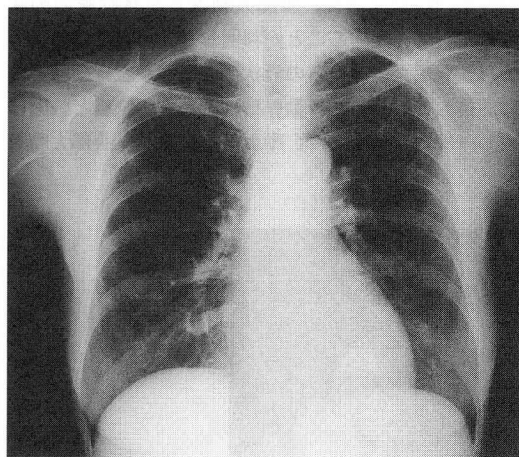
平成7年10月17日 粟粒結核発症初期の胸部X線写真
